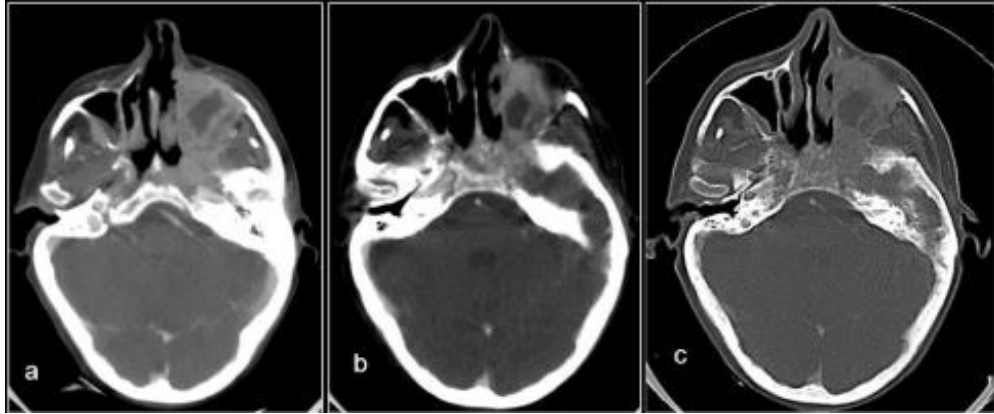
TC de cráneo en ventanas de paredes blandas (a y b) y ósea (c) con contraste. Se observa un carcinoma epidermoide del seno maxilar.²⁹
